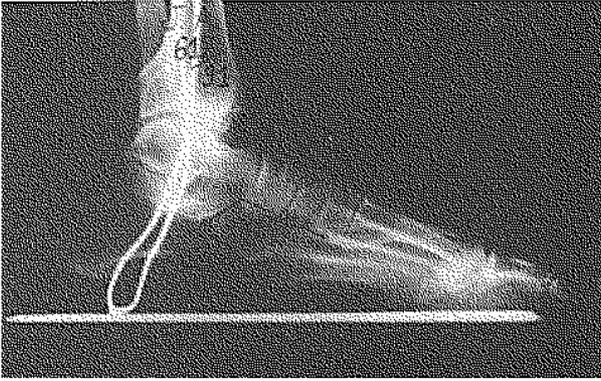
Radiographie de la cheville de profil en charge montrant une arthrose tibio-tarsienne et un angle de Djian-Annonier de 122° .
